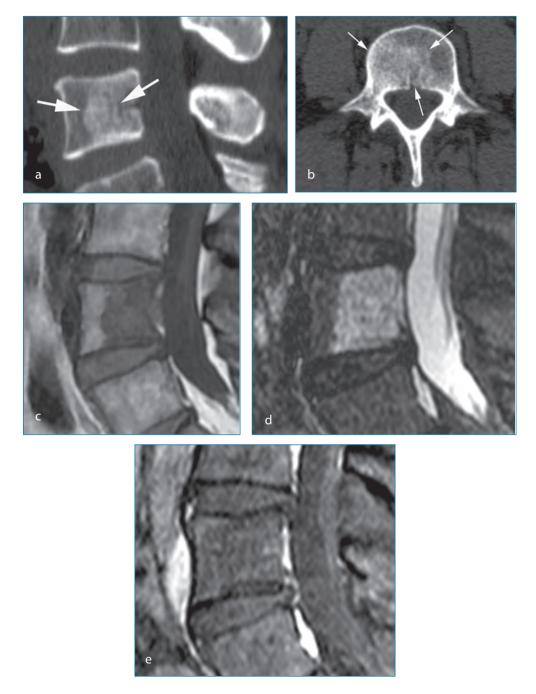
Résidu de notochorde lombaire: reconstructions scanner sagittale (a), axiale (b), IRM sagittale T1 (c), T2 fat-sat (d), T1 fat-sat gadolinium (e). Lésion condensante (flèches), bien limitée, du corps vertébral, respectant la corticale (a, b). Hyposignal T1, hypersignal T2, sans rehaussement après injection. Absence d'extension extra-osseuse (c, d, e).
